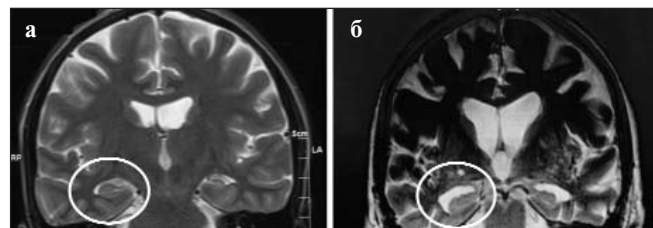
МРТ головного мозга. Селективная атрофия медиобазальных отделов височной доли (гиппокампов) у пациента с «легкой» (умеренной) деменцией (а) и умеренно-тяжелой деменцией (б) при БА
